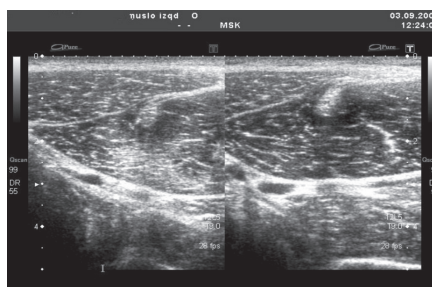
Ecografía comparativa de lesión tipo I (dcha) y contralateral normal (izqda.)
